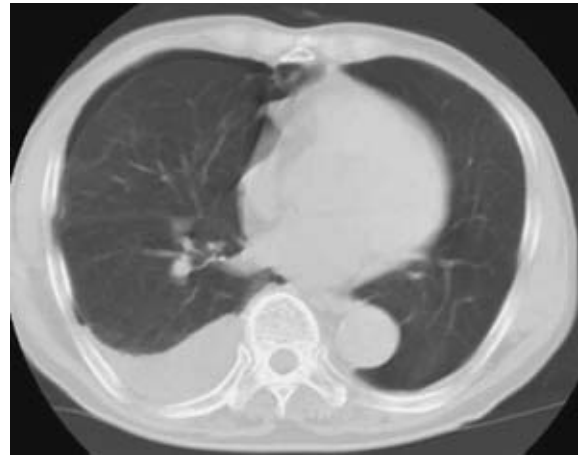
Chest CT on admission showing right pneumothorax with pleural effusion. A bulla is seen in the middle lobe.
